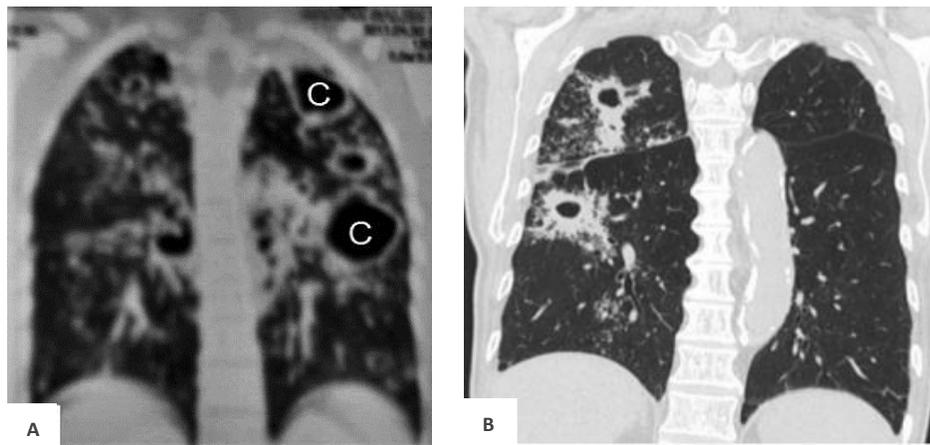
(A) Múltiples cavitaciones en esta tomografía computarizada de reconstrucción coronal. (B) Múltiples masas cavitarias en el lóbulo superior derecho y también en el segmento superior del lóbulo inferior derecho.
